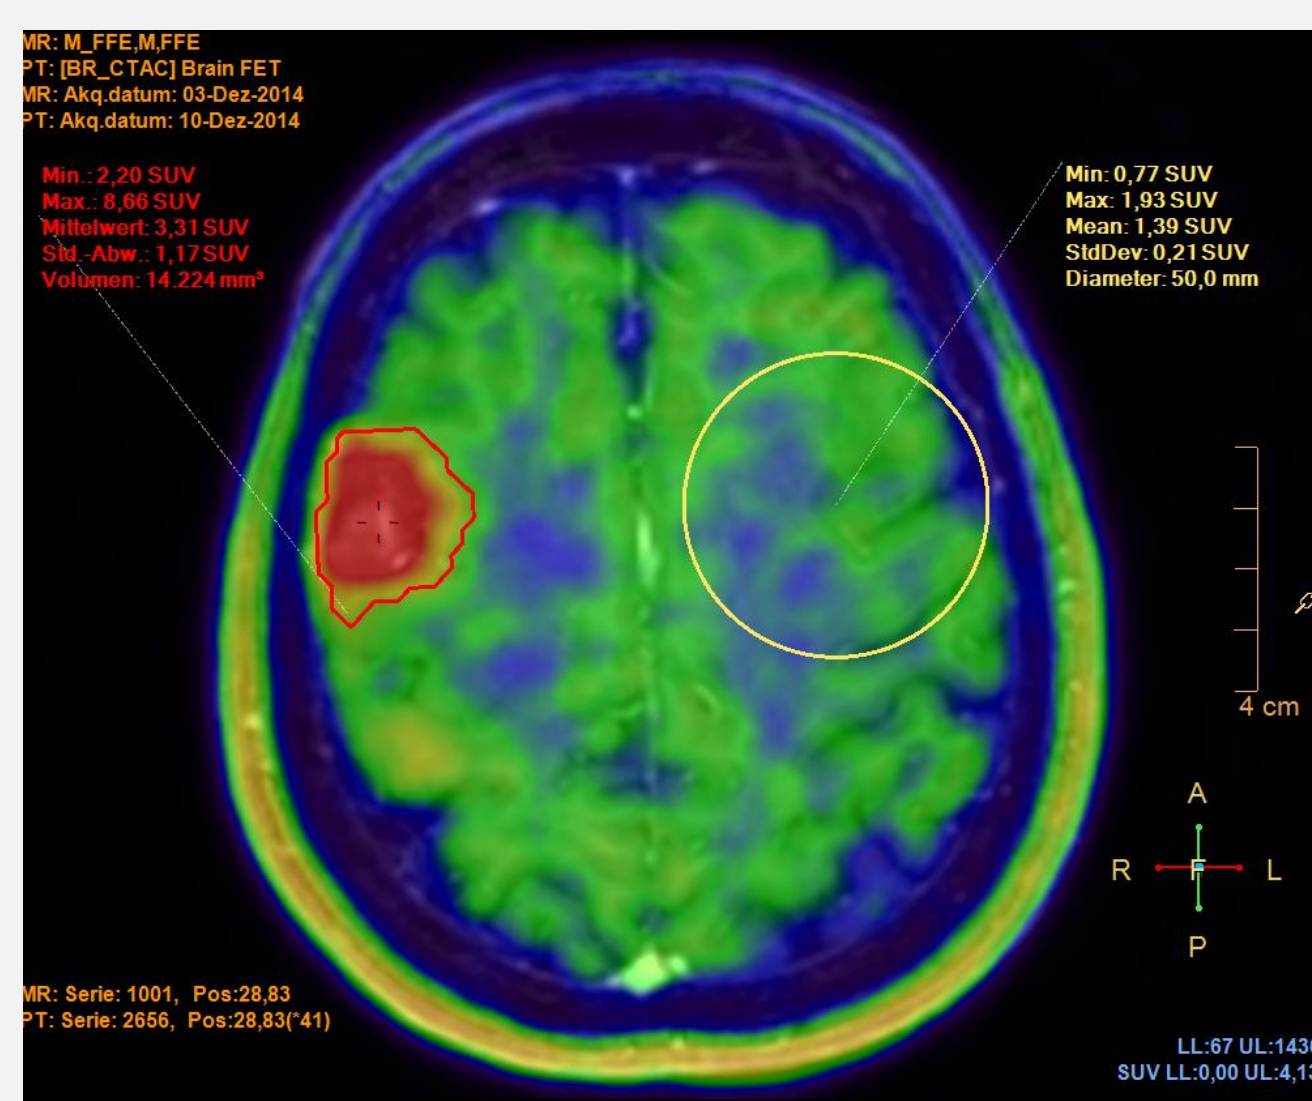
FET LBR bei co-registriertem PET/MR
